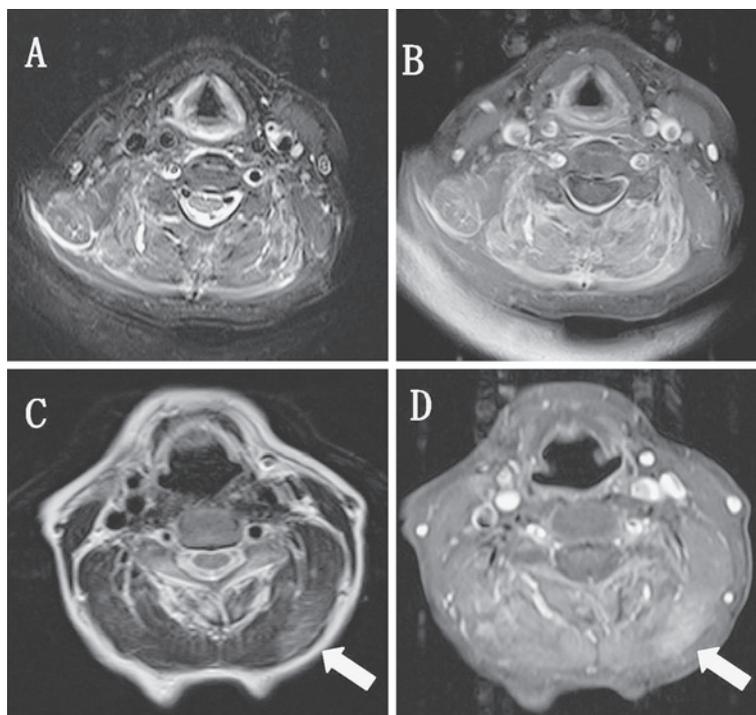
MRI axial sections of the neck.
